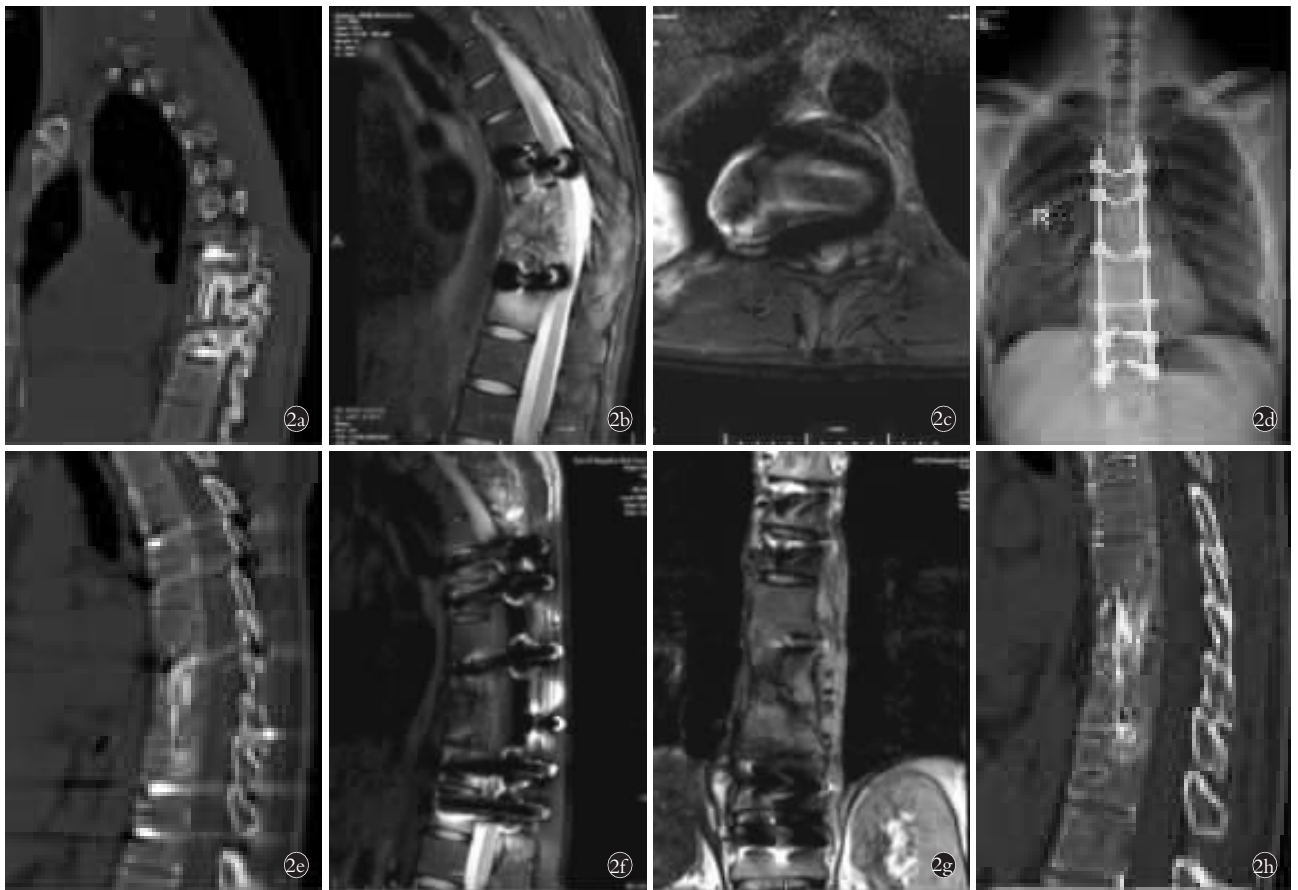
患者,男,22 岁,T₇-T₁₁ 椎体结核 2a,2b,2c. 术前矢状位 CT 及矢状位和横断位 MRI 示内固定松动,植骨未融合,椎旁脓肿形成 2d. 翻修术后 2 周正位 X 线片示内固定位置良好 2e,2f. 术后 6 个月矢状位 CT 及 MRI 示内固定位置良好,植骨融合,椎旁脓肿完全吸收 2g,2h. 术后 24 个月矢状位 CT 及冠状位 MRI 示内固定拆除术后,植骨融合,椎旁无脓肿
